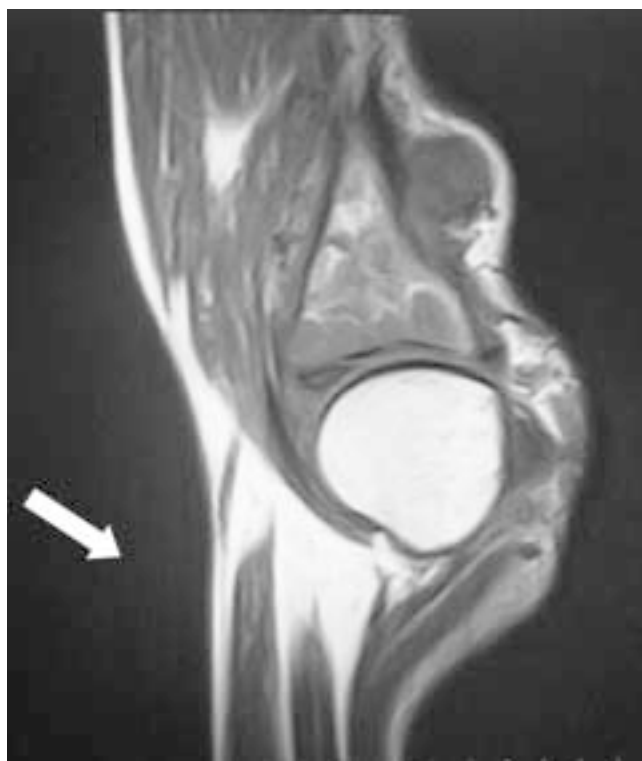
Resonancia magnética ponderando la secuencia de densidad de protones con un corte sagital de rodilla, en la que se observa lesión hipointensa con afectación de tejidos blandos pretibiales y a la tibia.
